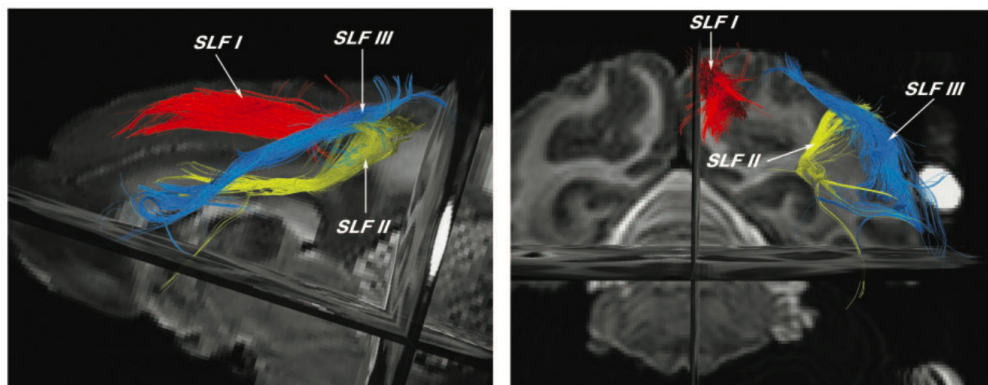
Darstellung des SLF mit seinen Unterkomponenten SLF I (in rot), SLF II (in gelb) und SLF III (in blau) anhand diffusionsgewichteter magnetresonanztomographischer Bildgebungen. Links sagittale Ansicht; rechts koronare Ansicht. Quelle: Schmahmann et al. (2007), S. 637
